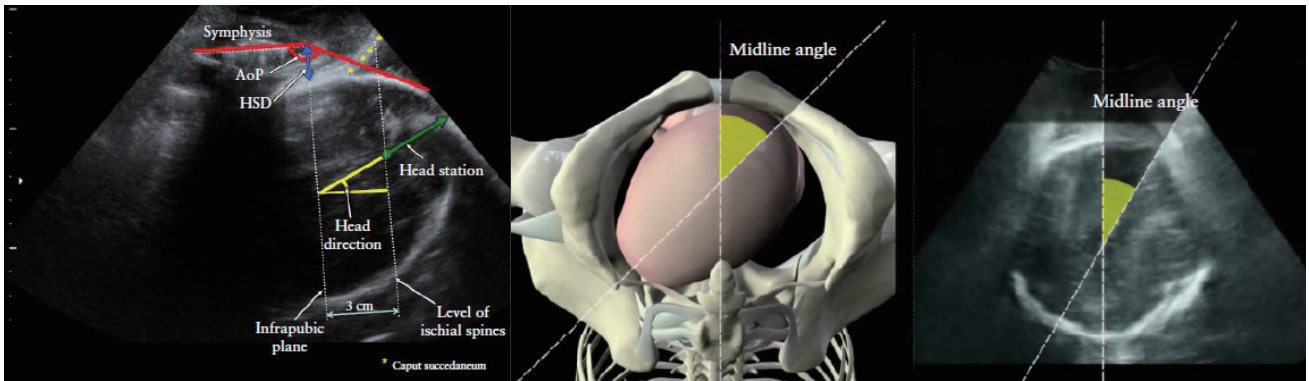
経会陰超音波検査の代表的な評価指標(左図: AoPおよびHD 右図: MLA) ISOGOガイドラインより抜粋²
